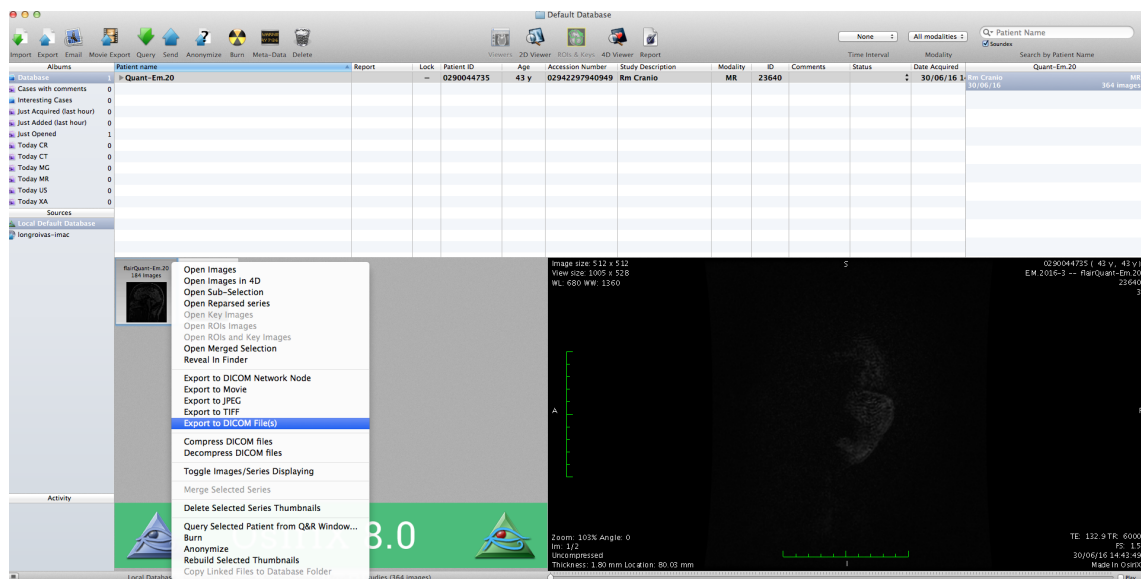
Exportação das imagens DICOM relativas à sequência FLAIR
